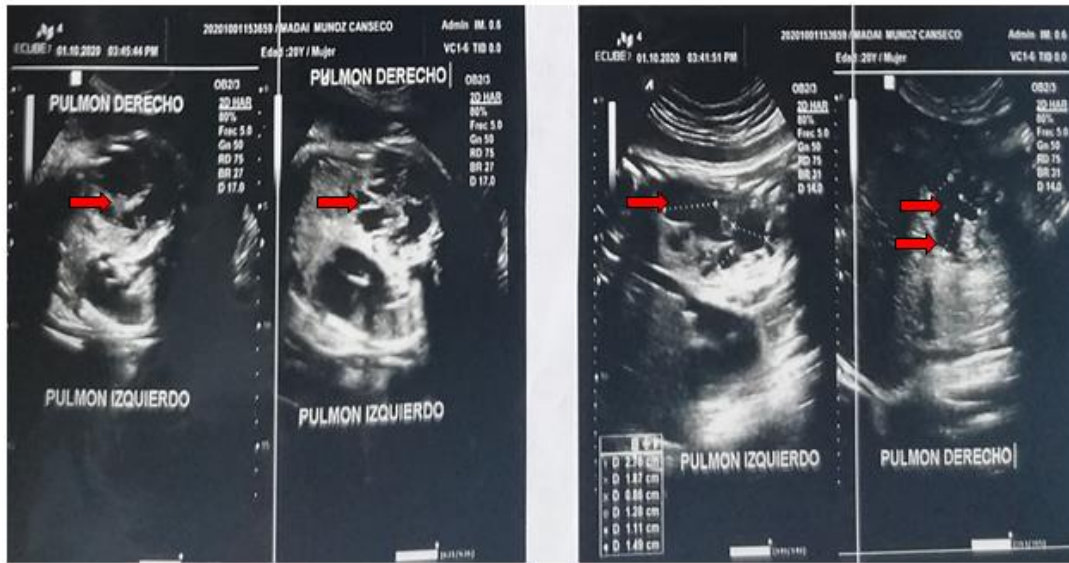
USG de tórax: Vista longitudinal en la cual se observa la presencia de múltiples ovoideas, redondeadas, bien delimitadas, no vascularizadas, anaecoicas, con mayor cantidad en el pulmón derecho compatibles con poliquistes parenquimatosos pulmonares bilaterales. (Flechas Rojas)
